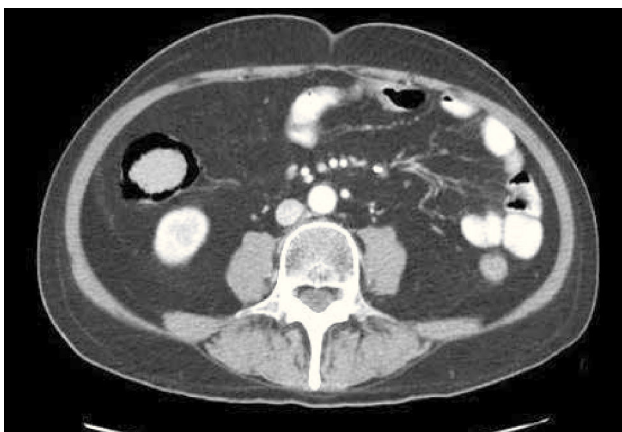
Enfermedad de injerto contra huésped. Corte axial de TC. Paciente con antecedente de trasplante de médula ósea, ingresa por diarrea. Se observa neumatosis de la pared del colon ascendente.
